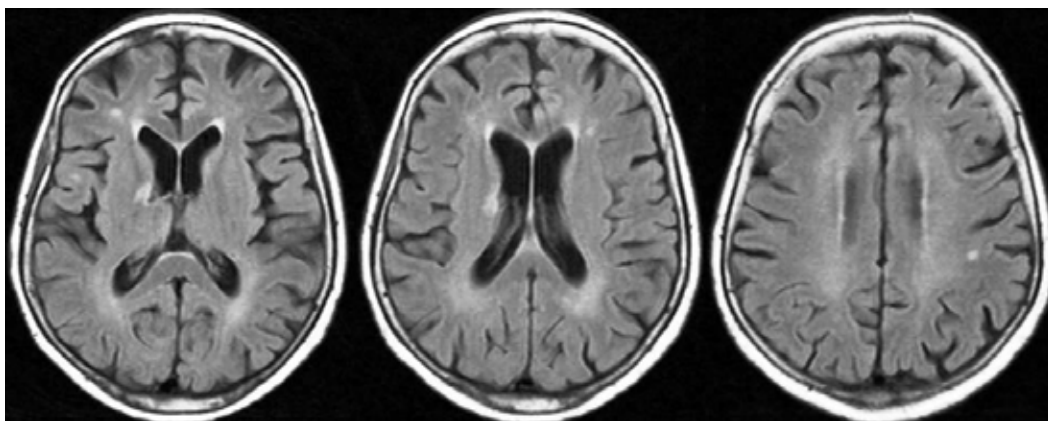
MRI e kokës – Lezione bilaterale vaskulare në lëndën e bardhë periventrikulare dhe centrumsemiovale, kapsulën interna të djathtë dhe nukleusi kaudat i majtë.
